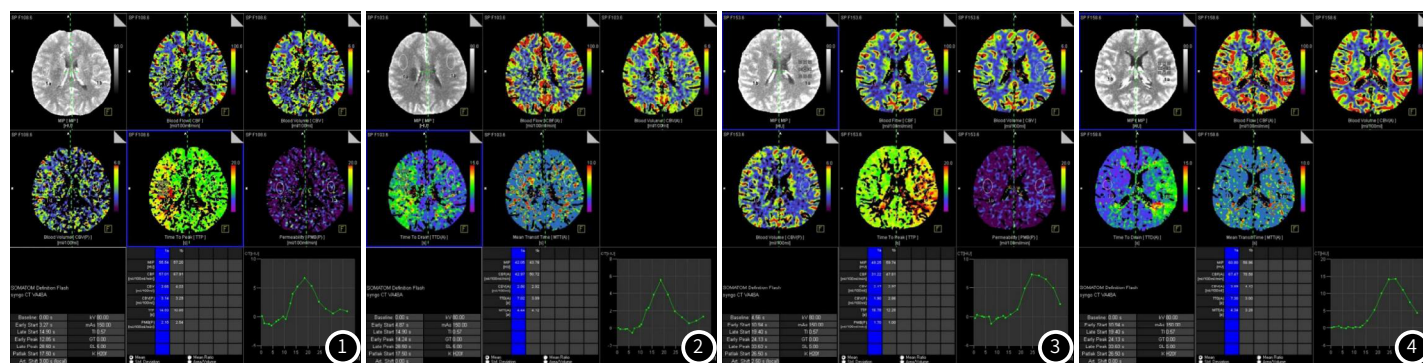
图2 重度颈动脉狭窄(CAS)患者,男,42岁,患病2h入院,头MRI检查提示“右侧脑室旁DWI高密度影,考虑急性脑梗死”,入院后行CTP检查,右侧颞叶兴趣区CBV=2.05, CBF=30.35, MTT=5.33; 镜面左侧颞叶兴趣区CBV=2.73, CBF=51.94, MTT=3.38; 双侧兴趣区CBV、CBF、MTT可见明显差异。结论:右侧颞叶灌注不良。
